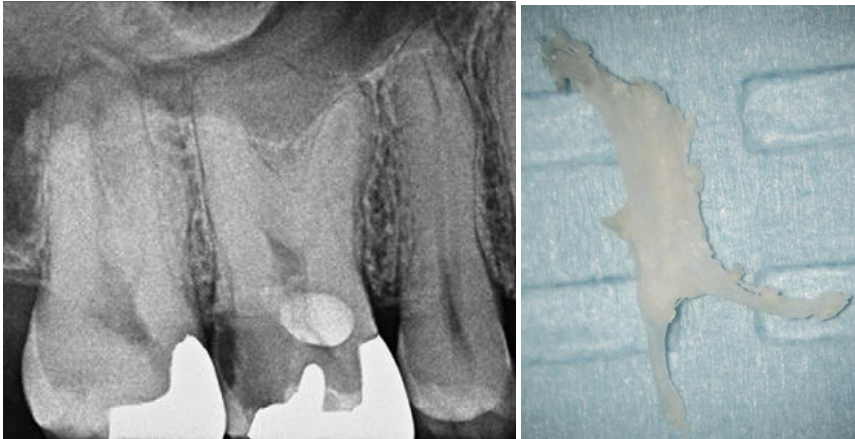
Radiographie rétroalvéolaire d'une 16 taurodontique présentant des calcifications pulpaire (à gauche) (34) et photographie d'une calcification retirée de la chambre pulpaire d'une dent taurodontique lors du traitement endodontique (à droite) (145).
